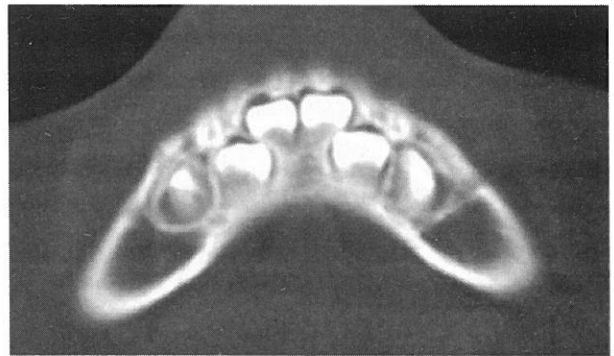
CT images of case 1 after 6 month later. Both fractures were cured.
